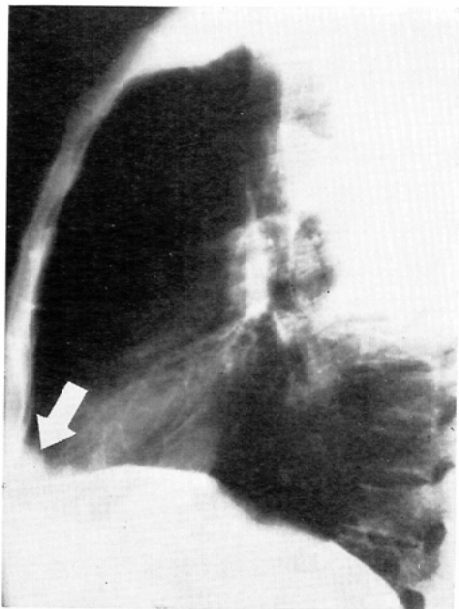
Same case as in Fig. 2, A. Lateral chest roentgenogram shows a mass density in the sternal-diaphragmatic angle.
